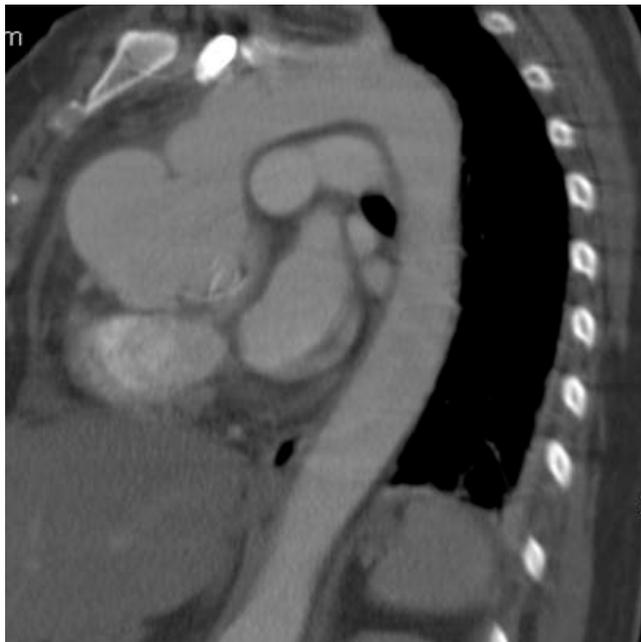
Tomografía helicoidal contrastada que demuestra zona aneurismática a nivel de la aorta ascendente (flecha).
